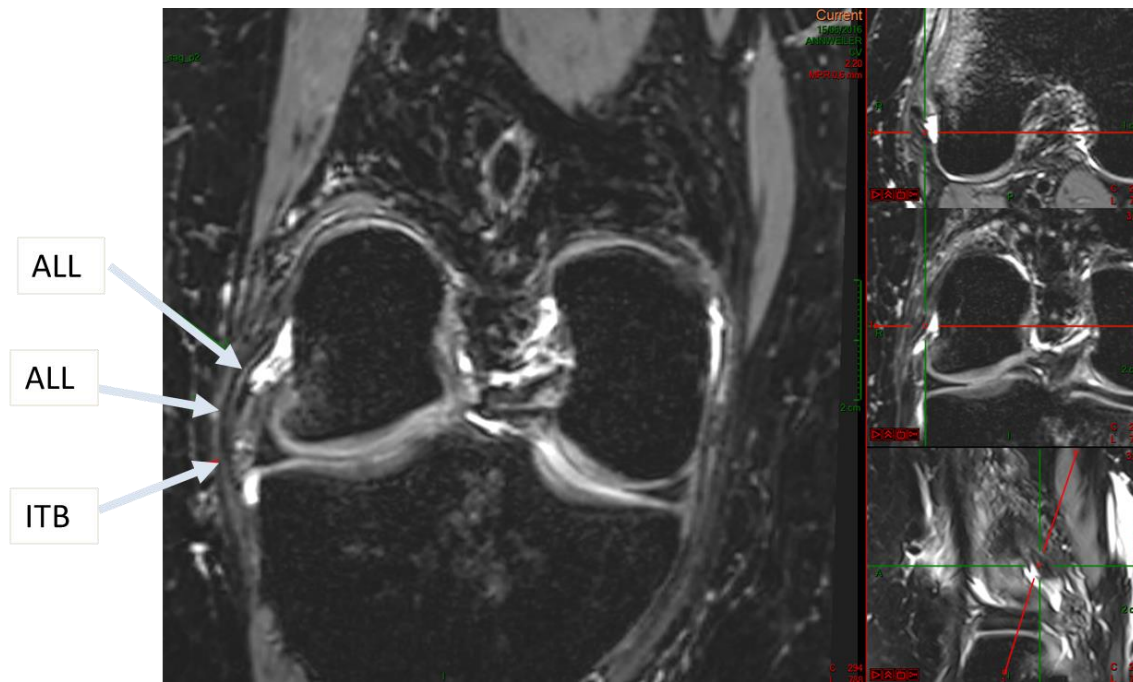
Détermination du plan de coupe nécessaire à la visualisation IRM du trajet du ligament antérolatéral (ALL) dans sa globalité. L'obliquité de la coupe est visualisée en bas à droite sur la vue sagittale.
